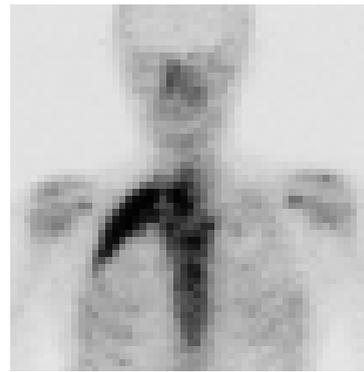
Sindrome SAPHO: significativo impegno osteitico della II costa, evidenziato dall'indagine scintigrafica, non osservabile nella radiografia standard.
